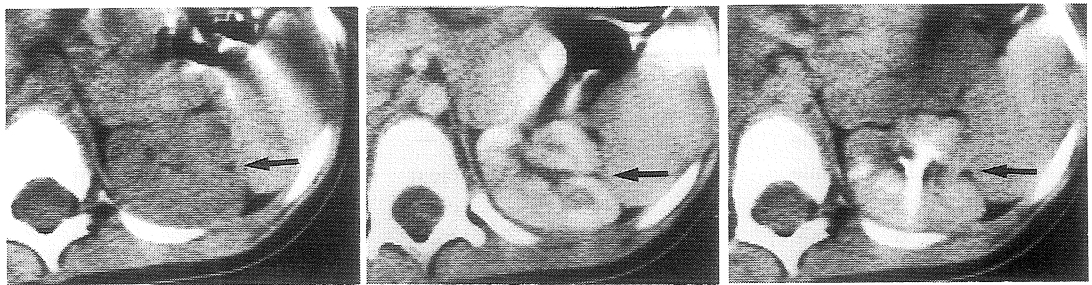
X-ray CT in the same patients of Fig. 2.
